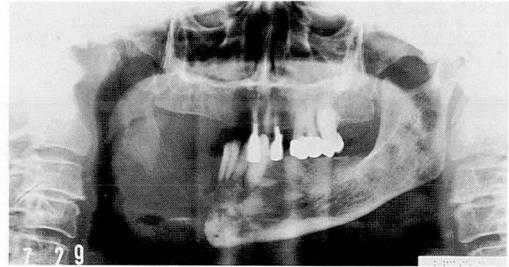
B 症例12. 下顎切除後1年1か月後のパノラマX線写真. 病変の再発により断端部より骨吸収が生じている.
